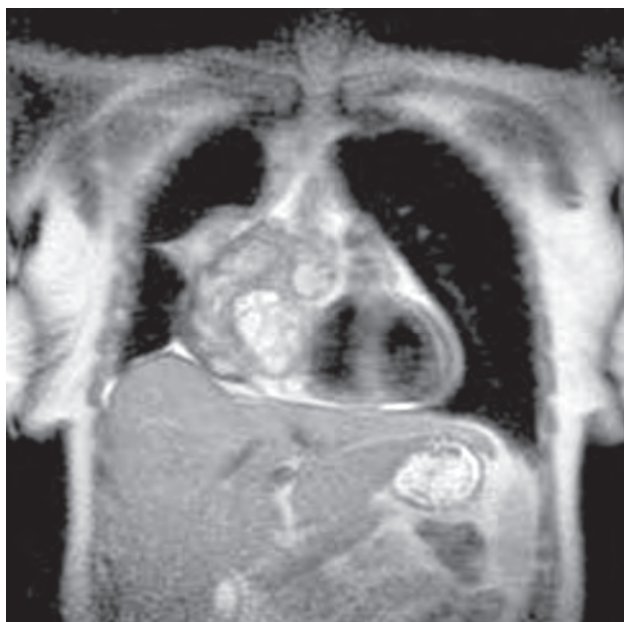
Магнитно-резонансная томография. Злокачественная невринома с инвазией опухоли в правое предсердие и правый желудочек
